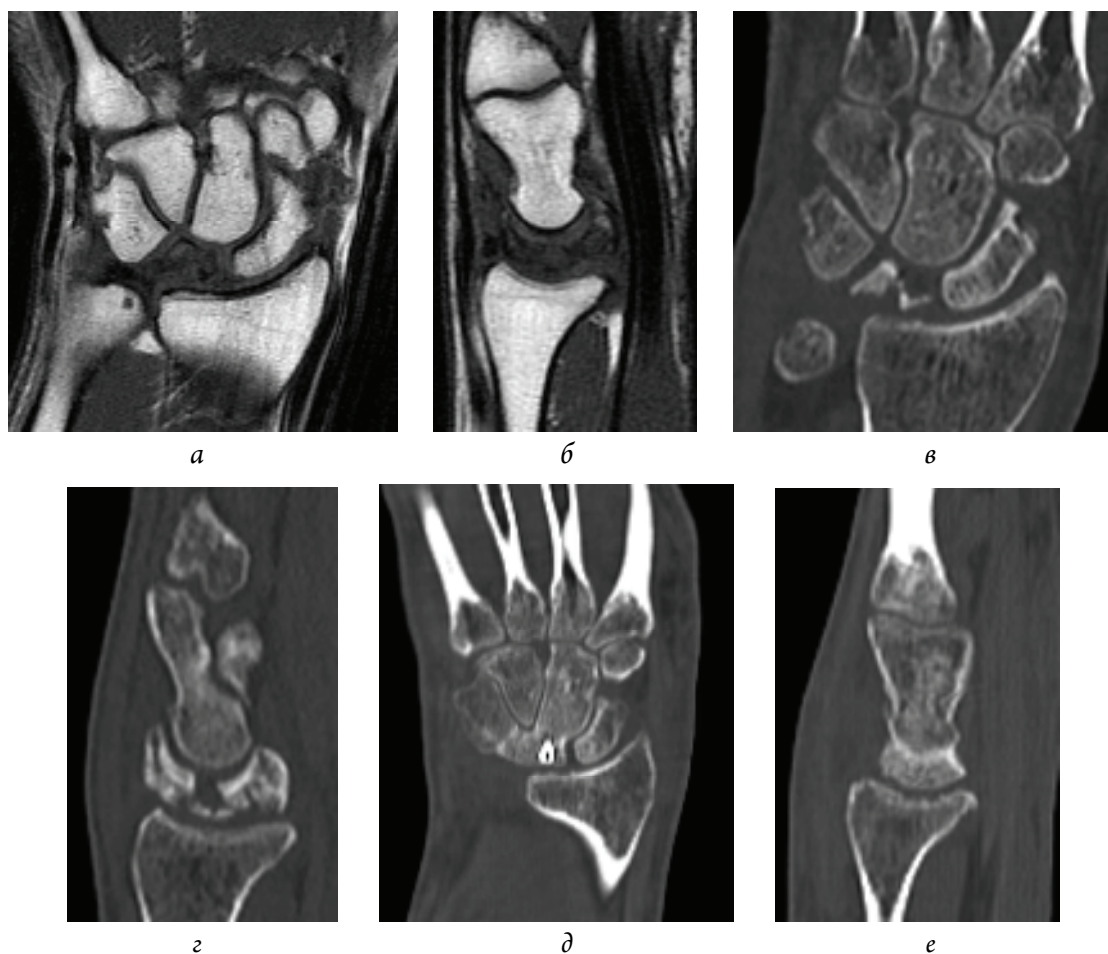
Реконструкция полулунной кости кровоснабжаемым остеохондральным трансплантатом из медиального мыщелка бедренной кости у пациента К., 28 лет (наблюдение авторов): а, б – МР-картина до операции, симптом «чёрной луны»; в, з – КТ до операции; д, е – КТ через 3 мес после операции
